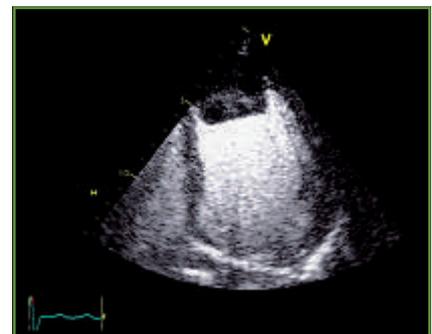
Thrombus apical nettement délimité après injection de produit de contraste ultrasonore (0,5 mL en IVD de SonoVue).
